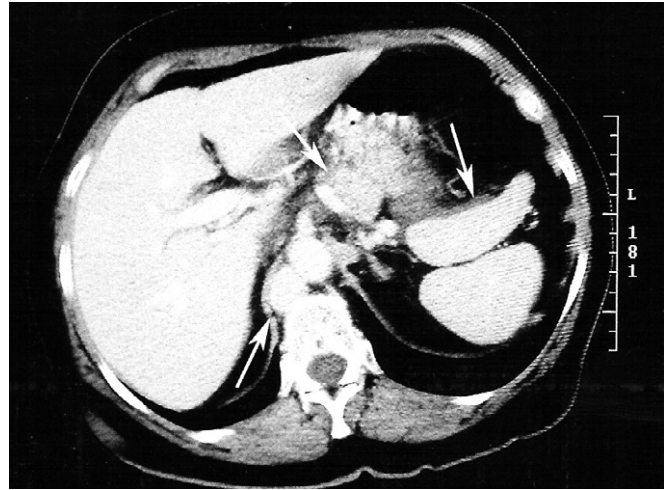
Tomografía computarizada. A la derecha de la imagen se visualizan 2 imágenes de aspecto nodular de 6 cm, compatibles con poliesplenía (flecha). Ausencia de vena cava inferior retrohepática con drenaje sustituido por vena ácigos dilatada (flecha). Páncreas truncado (flecha).
